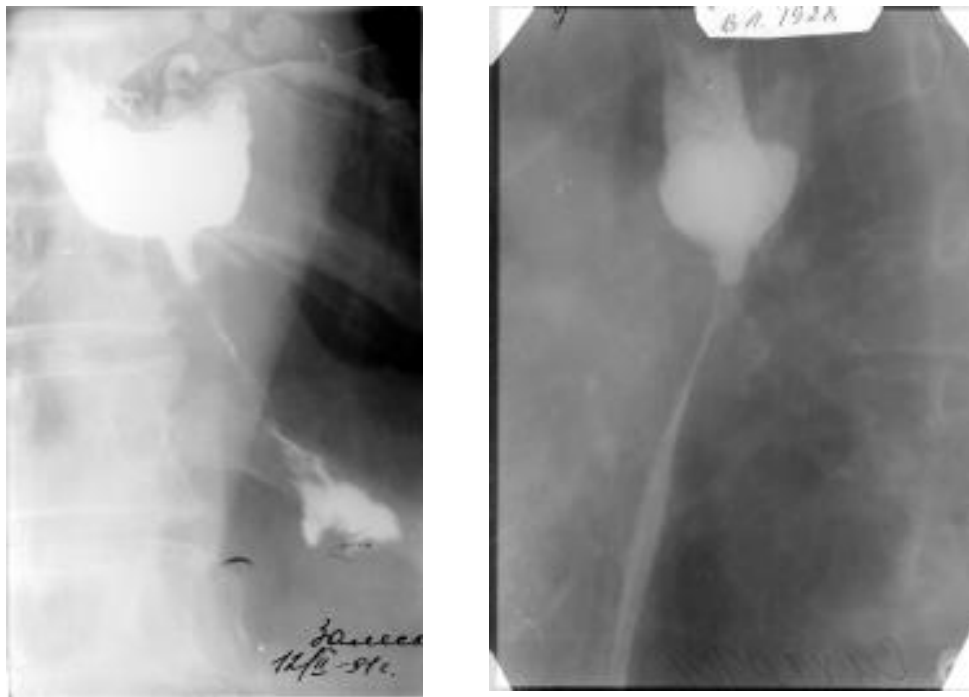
Рентгенограммы пищевода: стриктура пищевода у больной с пептической язвой (в двух проекциях)
